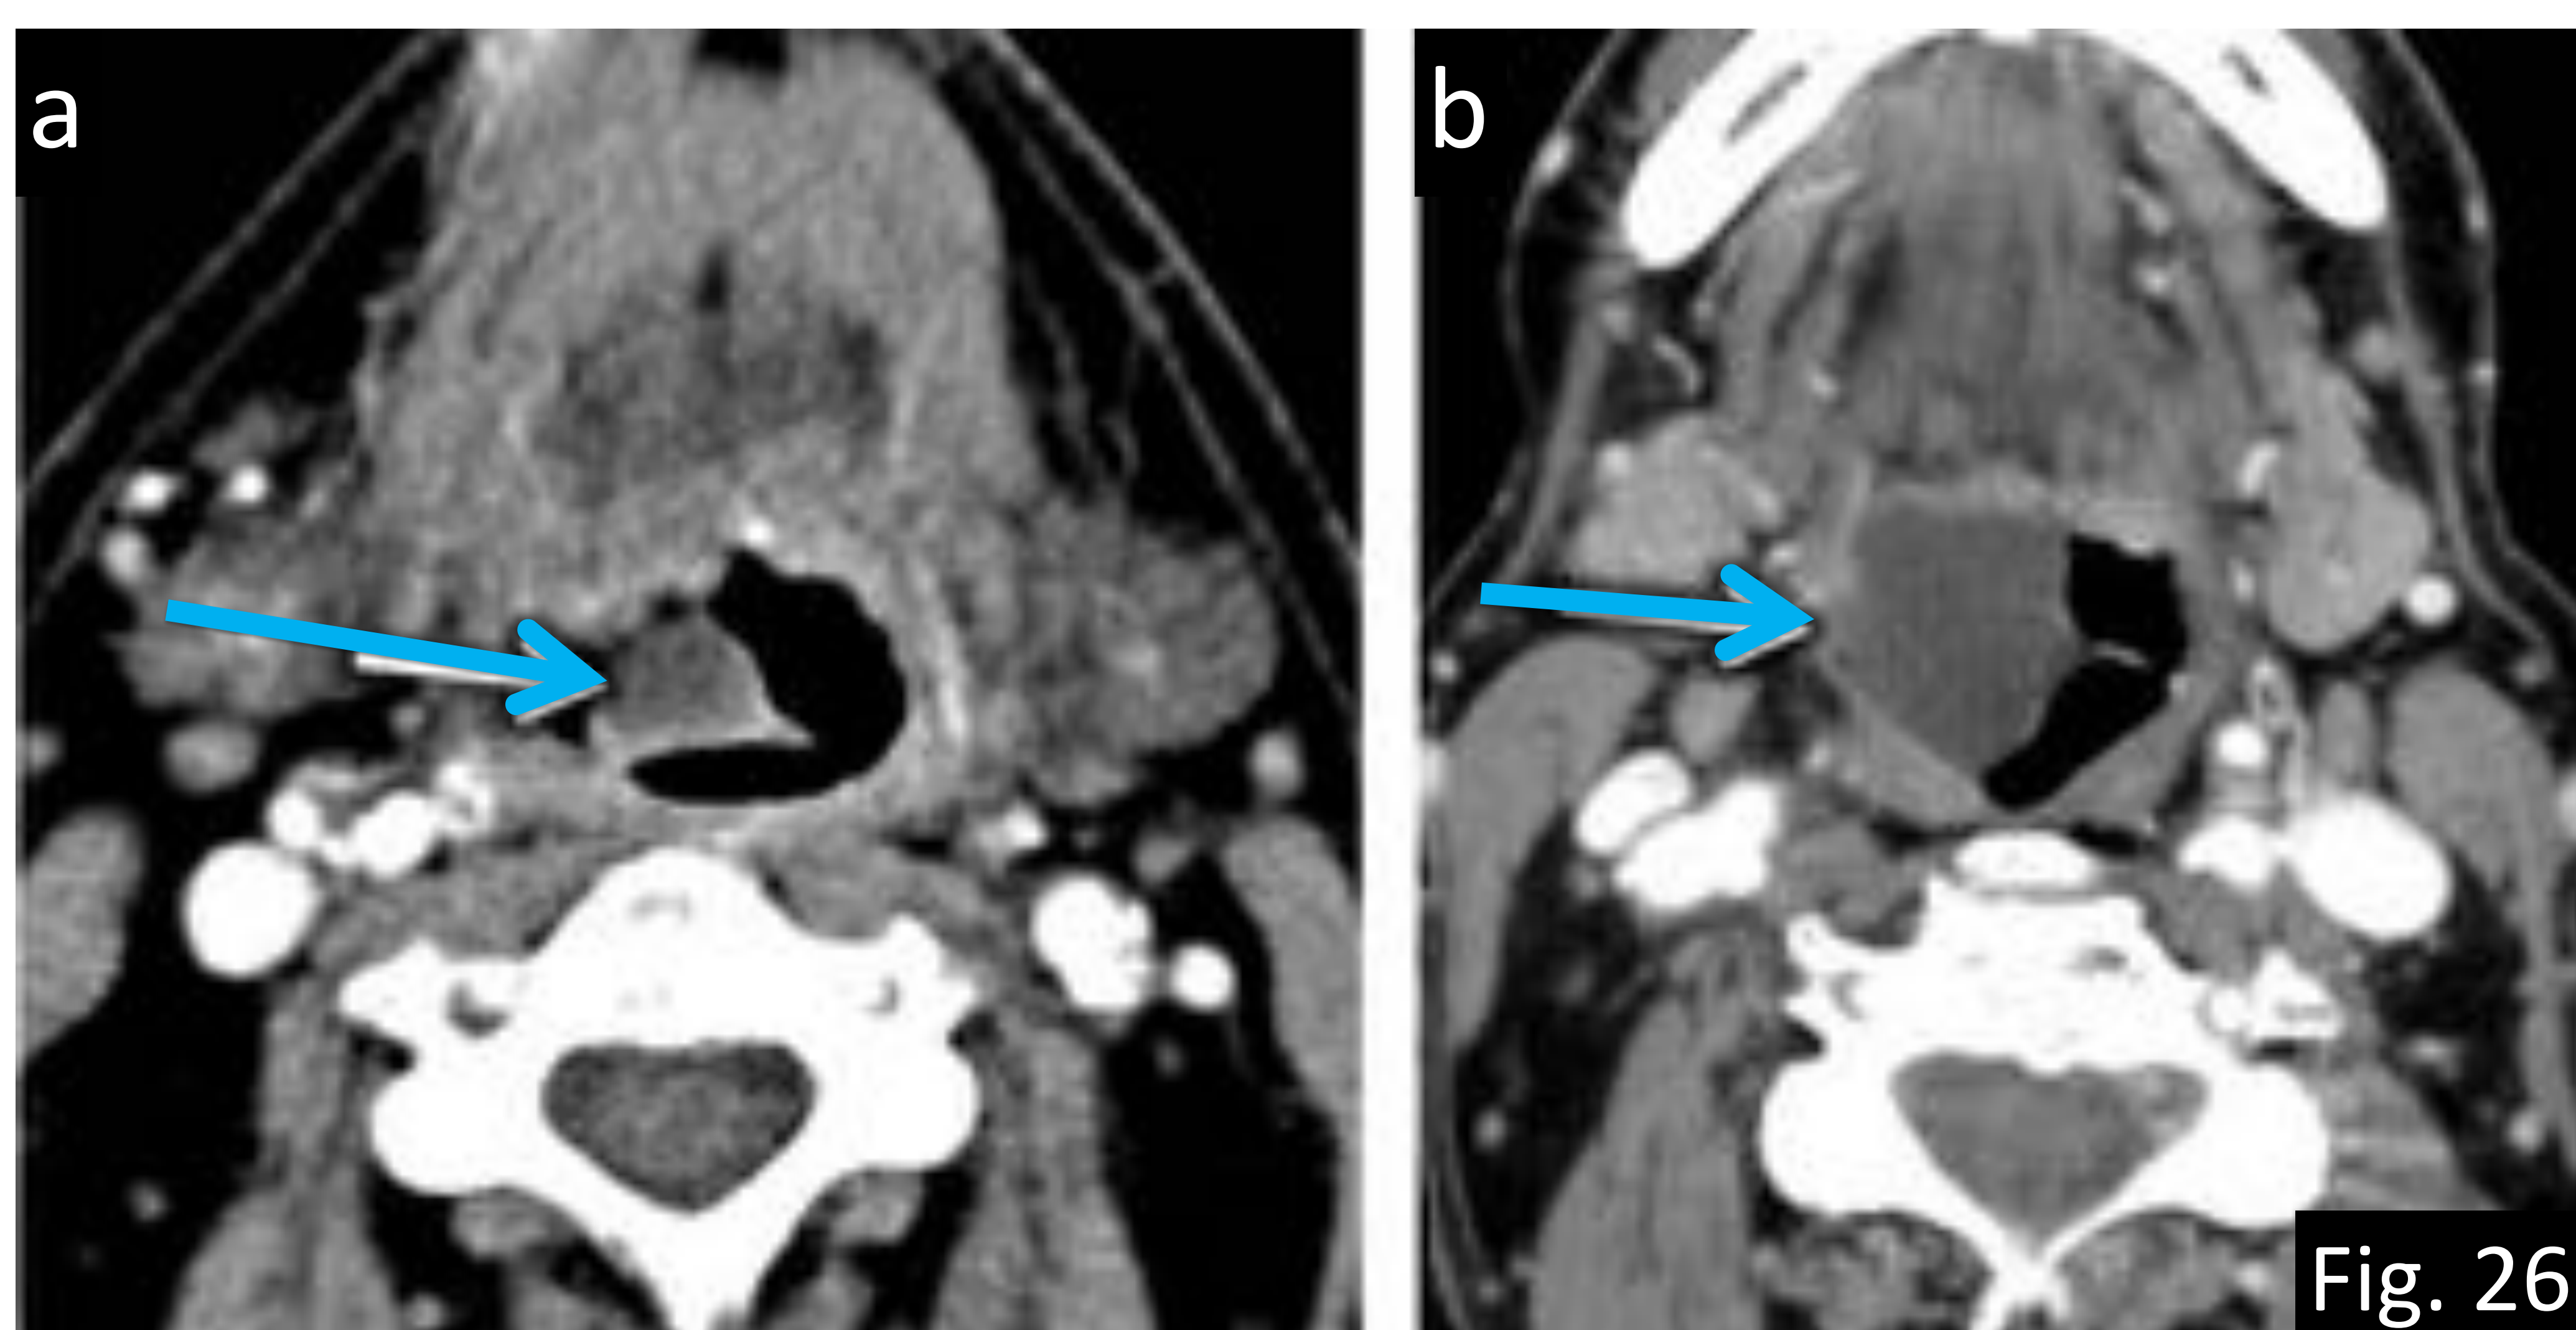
Quistes laríngeos: pueden aparecer en cualquier parte de la laringe siendo más frecuentes en localización supraglótica (epiglotis y valécula) y generalmente es un hallazgo incidental en pacientes asintomáticos. a-b) TC axial con CIV: se observa un quiste en la valécula derecha (flechas), hallazgo normal que no debe ser confundido con patología a pesar de su tamaño. Referencias: Departamento de Radiología Hospital Severo Ochoa, Madrid. España 2018.
